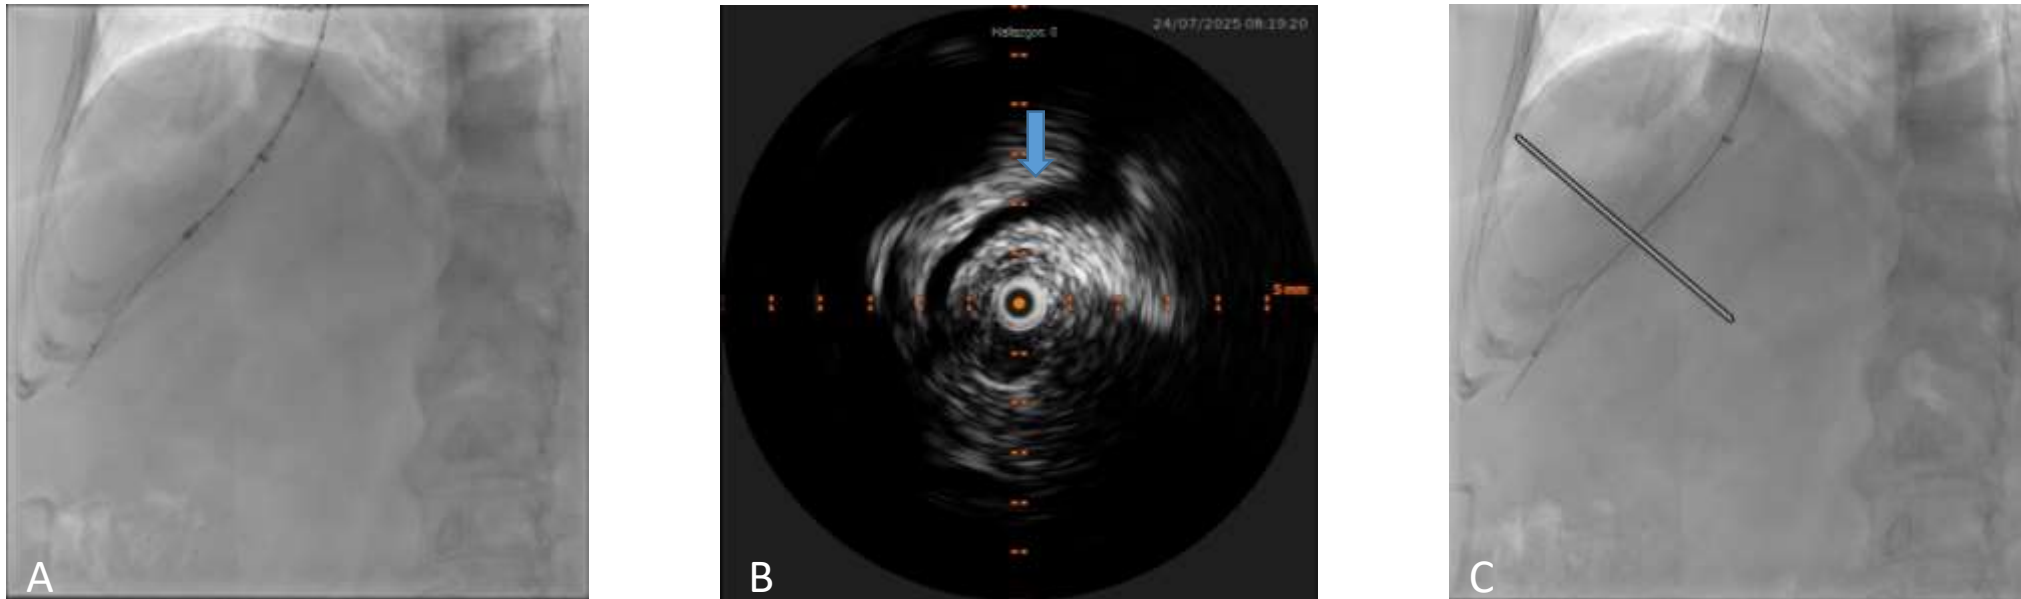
(A) Angiografía donde observamos el dispositivo IVUS introduciéndose en la vena hepática derecha sobre la guía Amplatz alojada en dicha vena. (B) Imagen de IVUS en el que se observa en el centro del eje de coordenadas la sonda del dispositivo en el interior de la vena hepática derecha. Inmediatamente anterior, se visualiza una imagen alargada, anecoica que corresponde a la vena porta (flecha azul). (C) Imagen de angiografía, donde dibujamos una línea en el punto exacto donde se encontraba el IVUS cuando en la ecografía intravenosa, la vena porta transitaba justo por delante de la vena hepática derecha.
